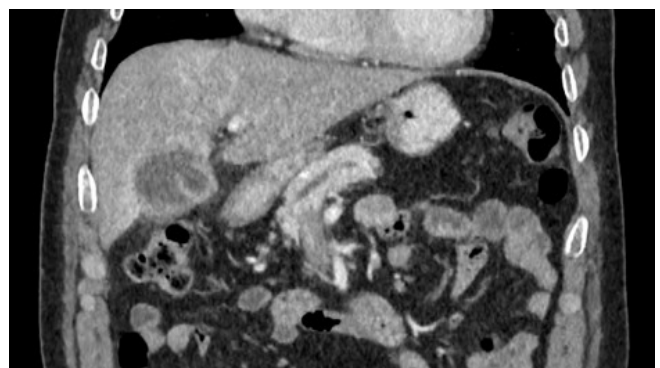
TC multifásica de paciente en corte coronal
